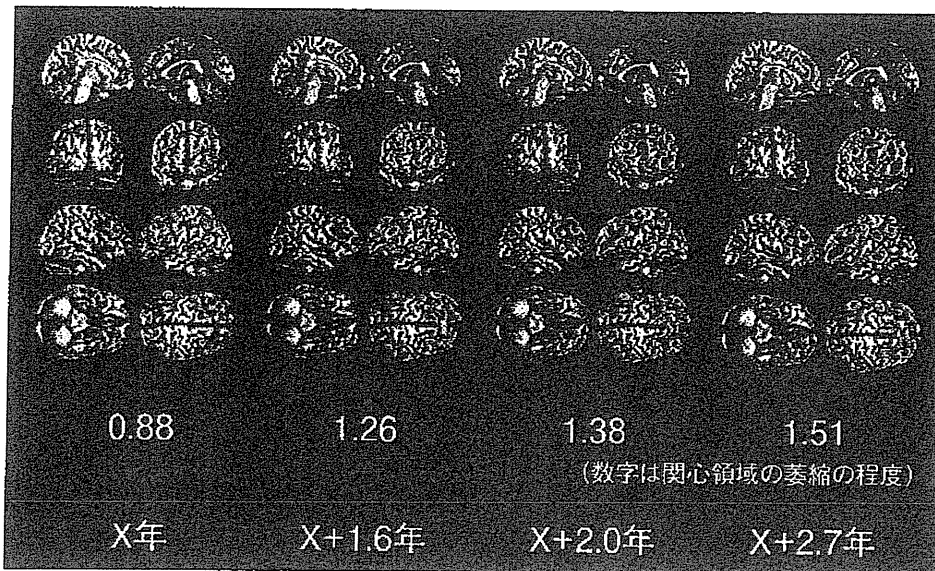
症例4のMRIデータのVSRAD plusによる解析
